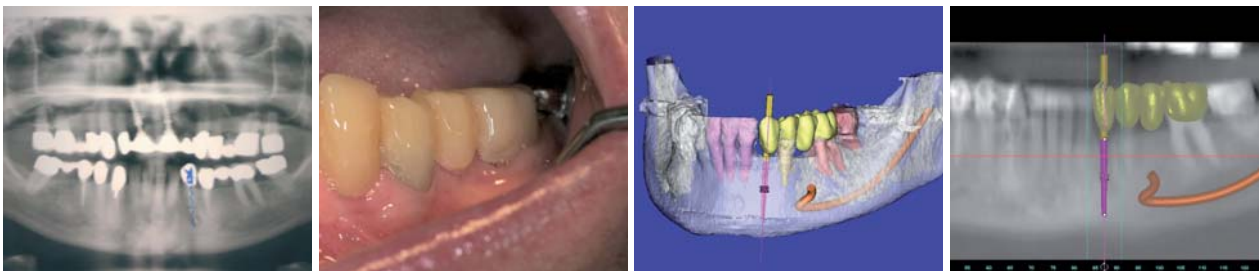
OPG der Ausgangssituation. – Abb. 20: Klinischer Zustand zweieinhalb Monate post OP. – Abb. 21 und 22: CT vor Implantation zweieinhalb Monate post OP. D: 1873 HU.
